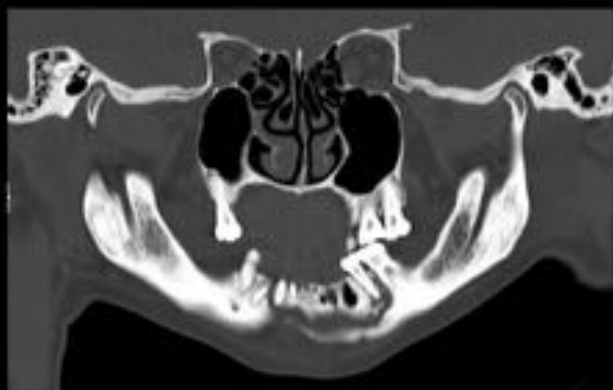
Ortopantomografia (09/10/2014)
